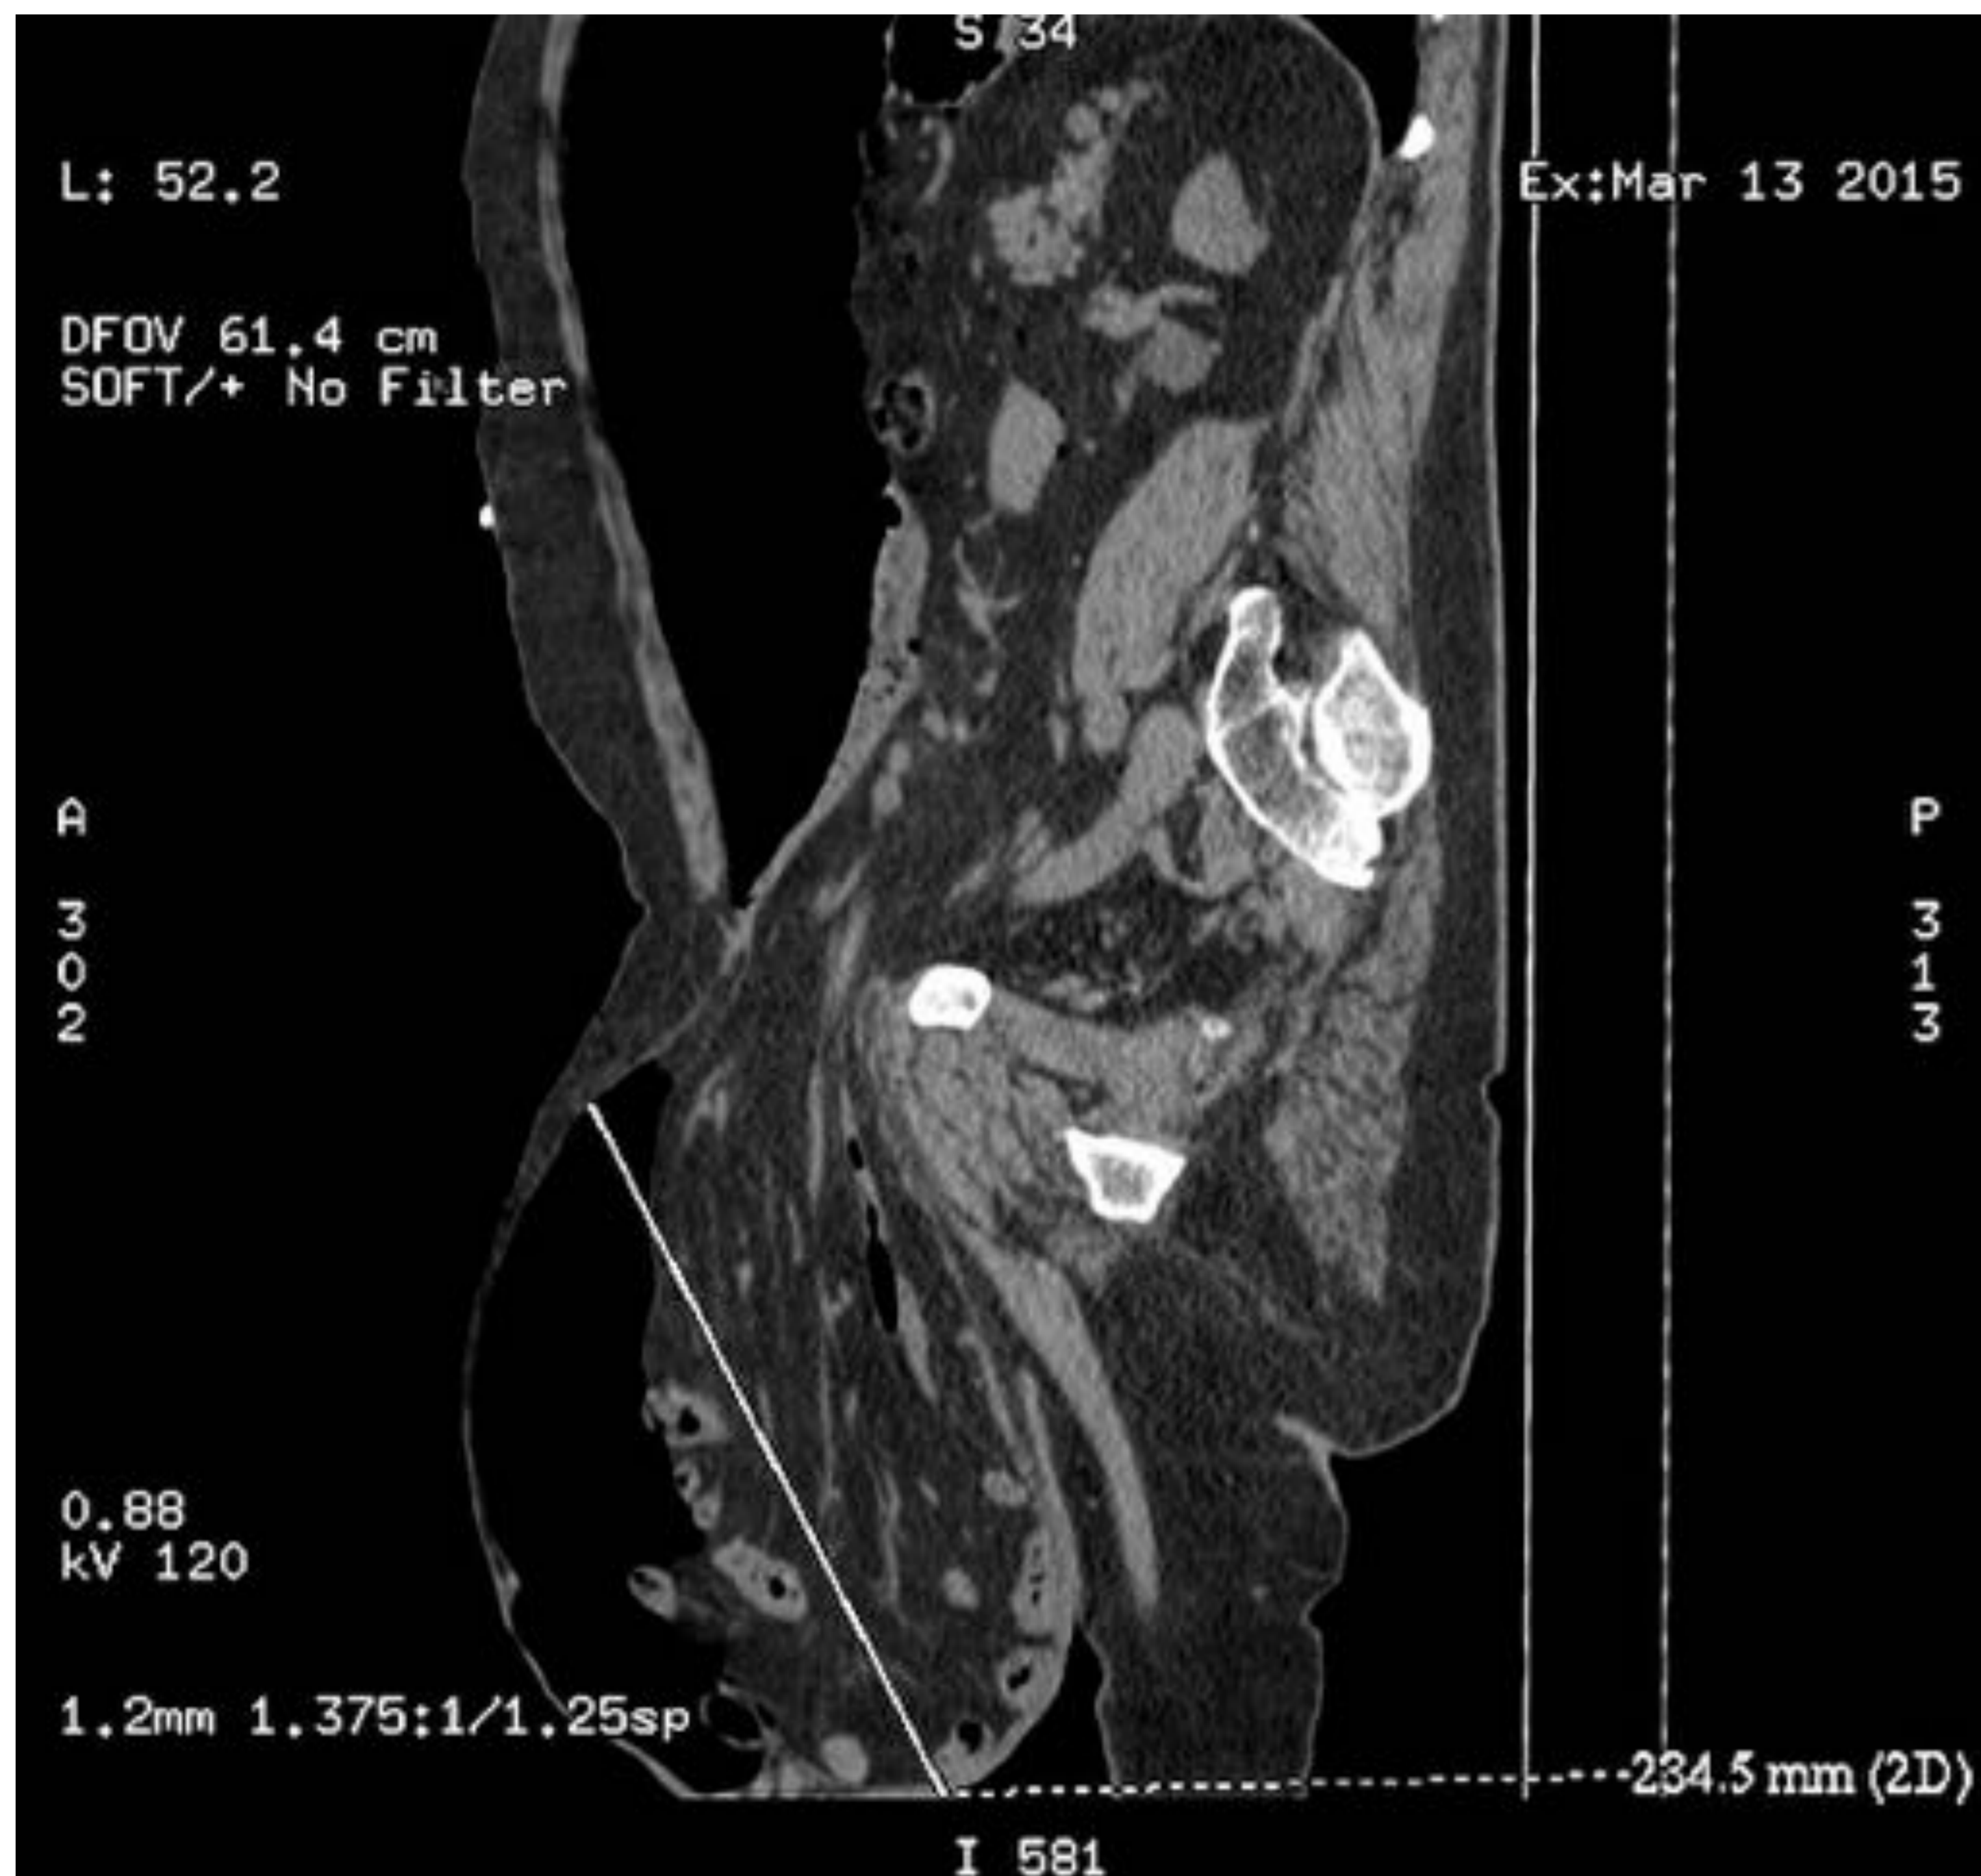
Cálculo del volumen del saco herniario post-insuflación. Este paciente, que hemos mostrado de ejemplo, puede ser tributario a la reparación quirúrgica, ya que el volumen de la cavidad abdominal y del saco herniario han aumentado respecto el TC inicial, y además se ha conseguido una reducción de las vísceras en el saco herniario. Imágenes extraídas del servicio de Radiología del Hospital de Mataró.
